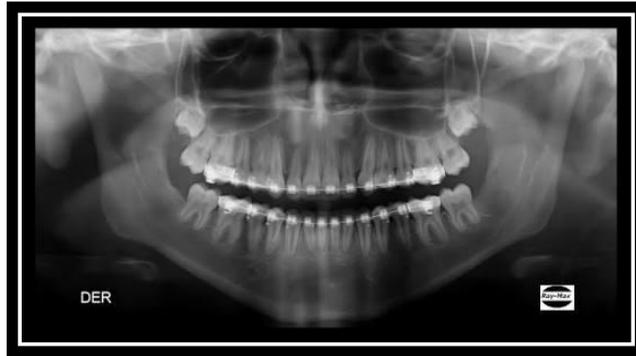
Ortopantomografía. ¹⁸
